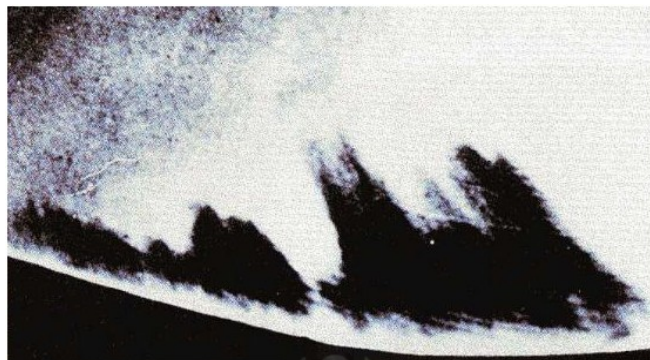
Aspect microradiographique d'une lésion carieuse de l'émail.
